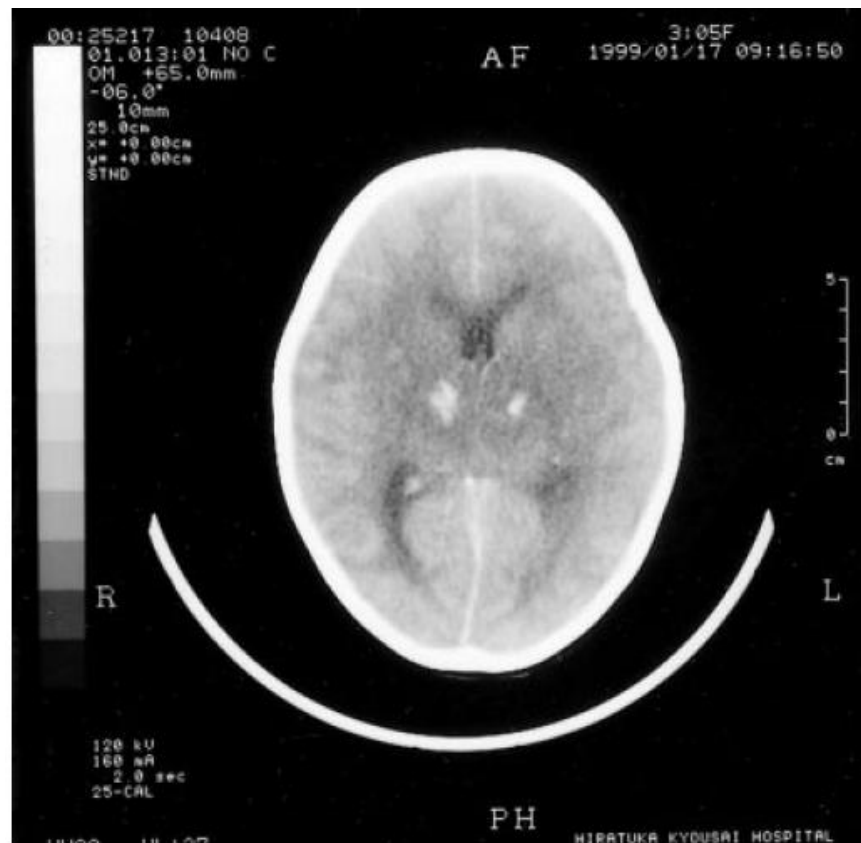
Brain computed tomography images (case 1) taken on 17 January, 2 days after admission. Bilateral thalamic hemorrhage and peripheral low density areas can be seen.
